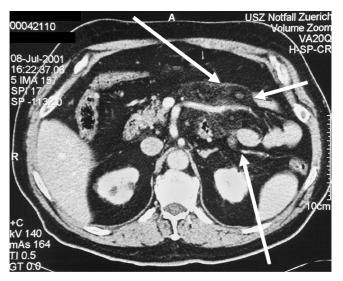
CT mit intravenösem Kontrastmittel: 8×10 cm großer Tumor im Mesenterium (Pfeile).
